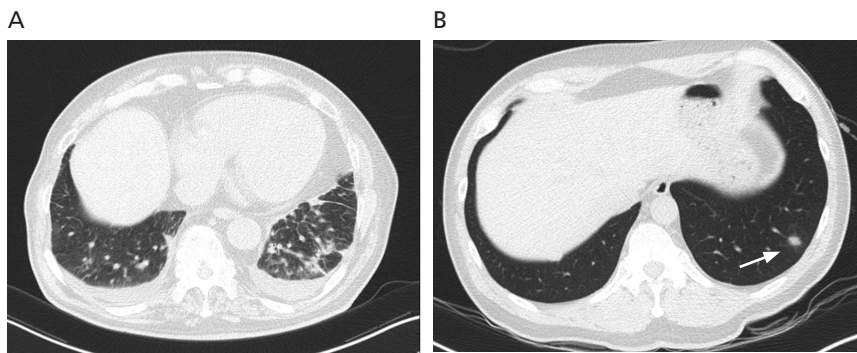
Atypical appearance of coronavirus disease 2019 (COVID-19). Chest computed tomography shows small amount of bilateral pleural effusion and interlobular septal thickening at left lower lobe (A). Another patient shows small nodule (arrow) at left lower lobe (B). Institutional review board of Keimyung University Dongsan Hospital approved this study and waived the requirement for informed consent.
